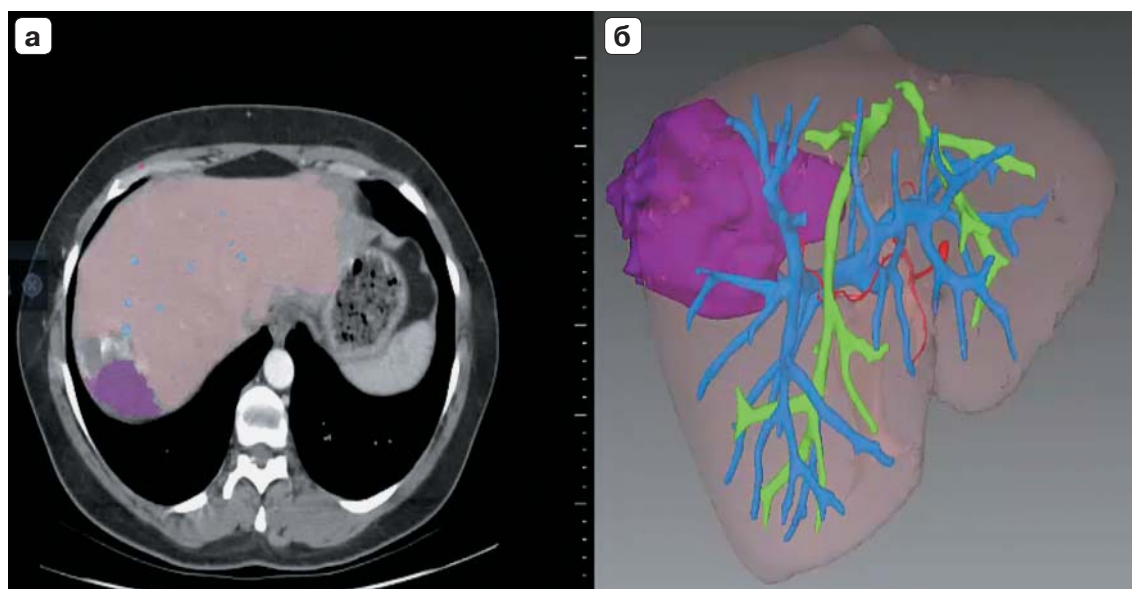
Пример построения 3D-модели печени в программе Murgian: а — компьютерная томограмма, аксиальное изображение, фиолетовым цветом выделена гемангиома; б — 3D-модель, показаны объем, расположение и синтопия новообразования с артериями (красный цвет), венами (голубой цвет) и желчными протоками (зеленый цвет).
